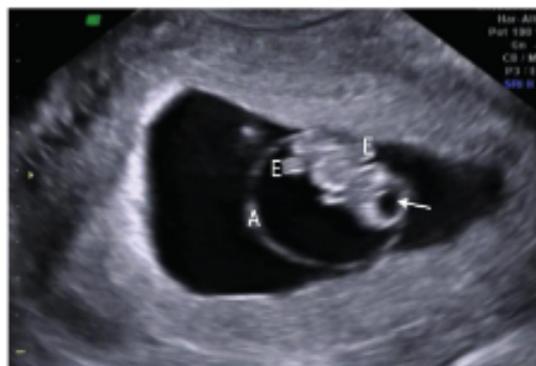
Ecografía transvaginal en una gestación de 7 + 5 semanas en la que se observa, dentro del polo cefálico del embrión, la vesícula rombencéfálica [flecha], el futuro cuarto ventrículo. Además, se identifica el amnios [A] y los esbozos de las extremidades [E].
